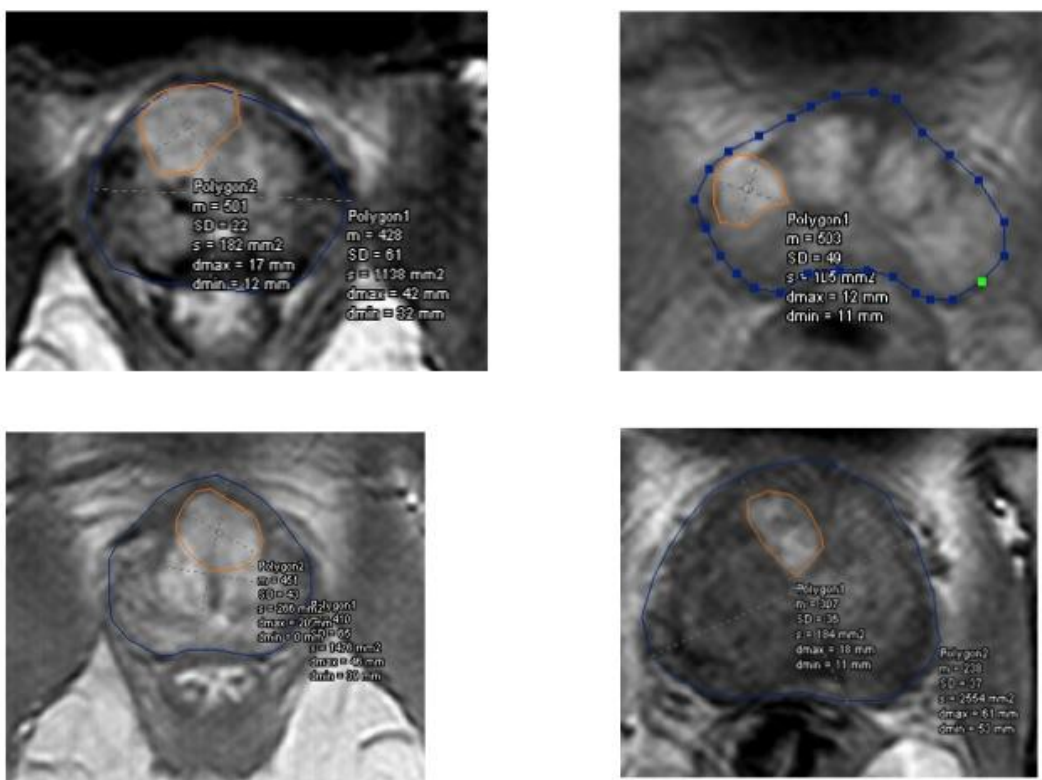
Quatre coupes d'IRM en séquence dynamique passant par la plus grande surface des cancers antérieurs. Le contourage des cancers pour le calcul de la surface tumorale et du diamètre antéro-postérieur se fait par méthode automatique ou semi-automatique à l'aide d'un logiciel de CAD mis au point dans l'U703(59).
